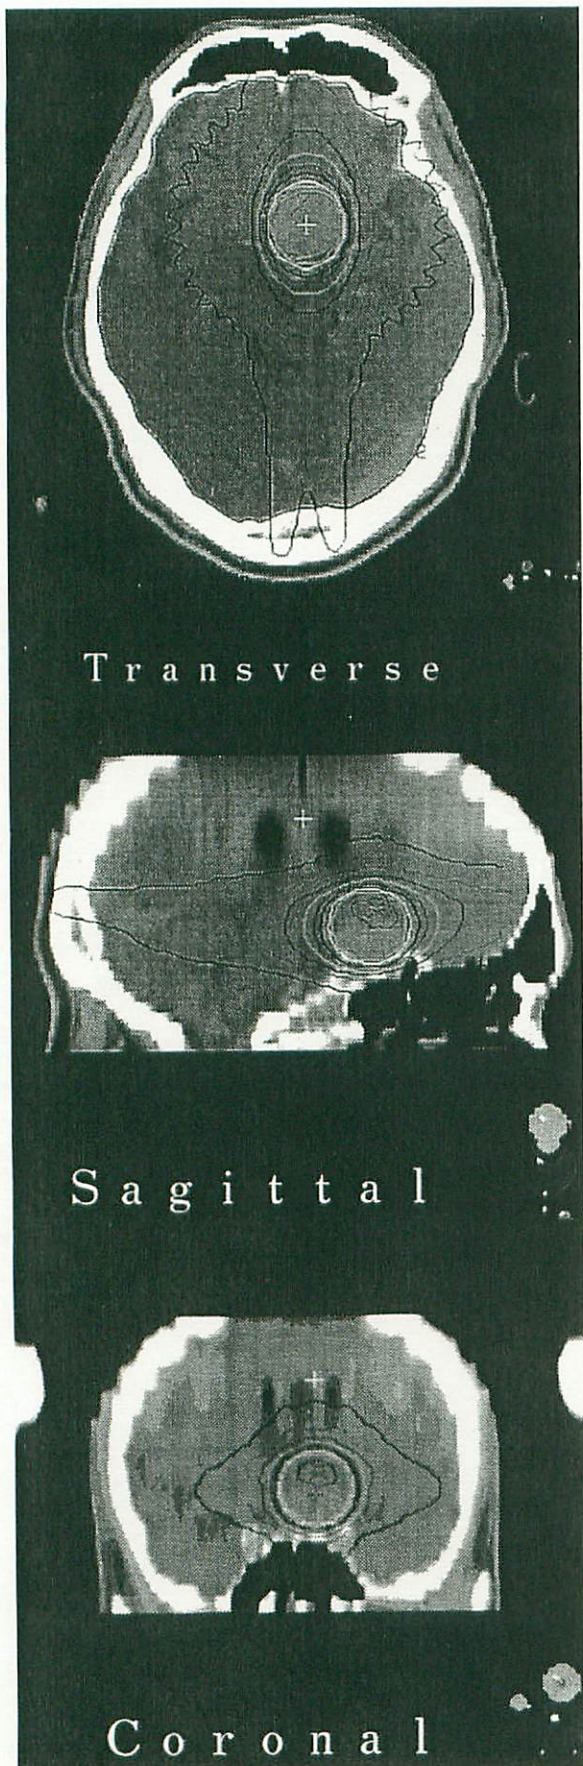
実際の患者における CT 画像三方向の表示と座標値を求めた症例
